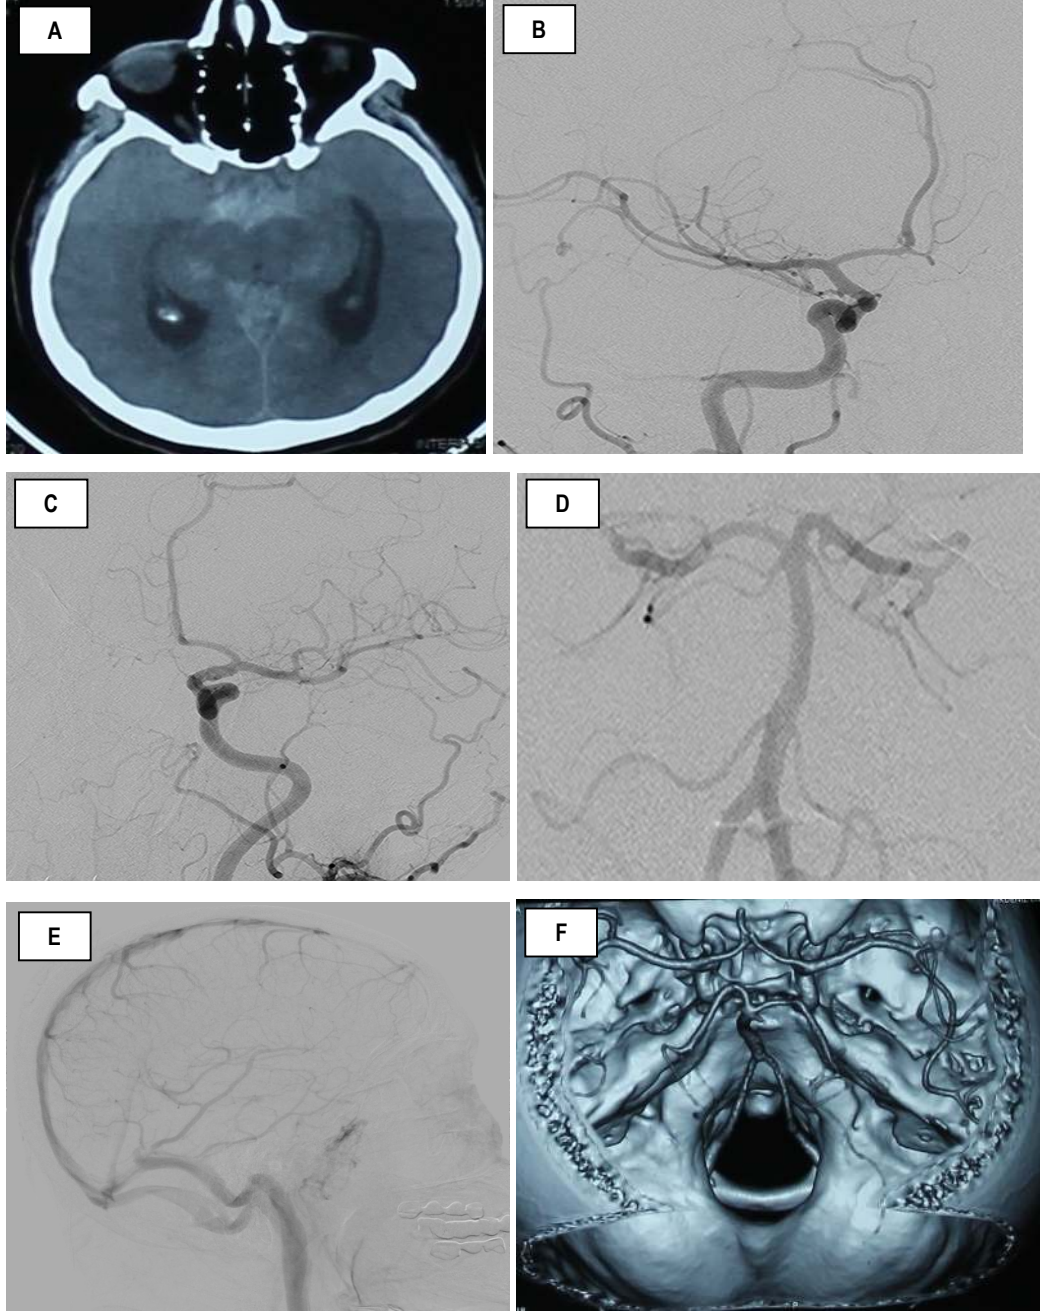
DSAK (Kliniğimizde tetkik ve tedavi edilen olguya ait BT).
